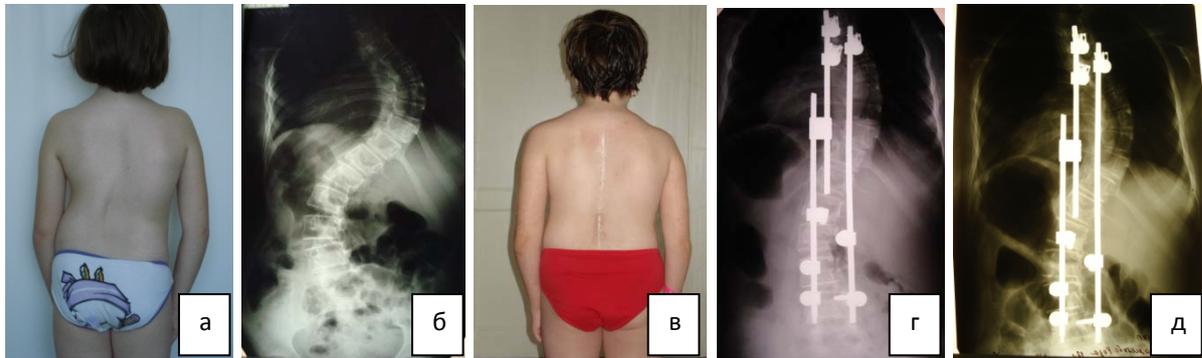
Больная Ш. 11 лет. Правосторонний грудопоясничный сколиоз IVA степени (основной угол  $76^{\circ}$ , компенсаторная дуга  $53^{\circ}$ ): а – внешний вид больной до операции; б - рентгенограмма позвоночника до начала лечения; в - внешний вид больной после операции; г – рентгенограмма после первого этапа оперативного лечения: величина деформации уменьшена до  $43^{\circ}$  (компенсаторной до  $28^{\circ}$ ); д – рентгенограмма через 10 месяцев после первого этапа оперативного лечения: величина деформации увеличилась до  $66^{\circ}$  (компенсаторной до  $34^{\circ}$ )
